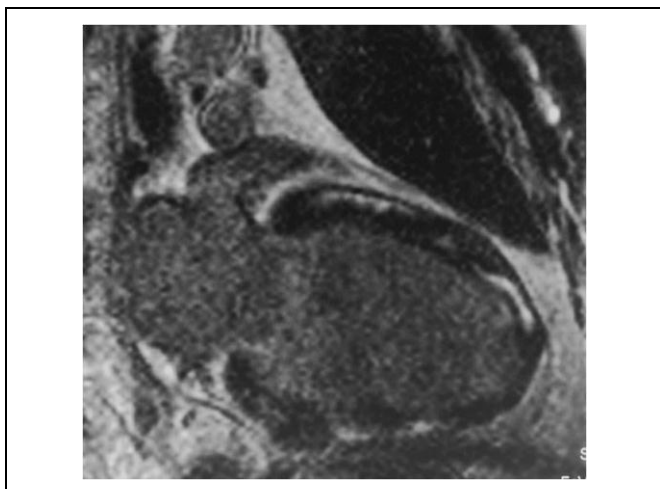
МРТ сердца с отсроченным контрастированием.
